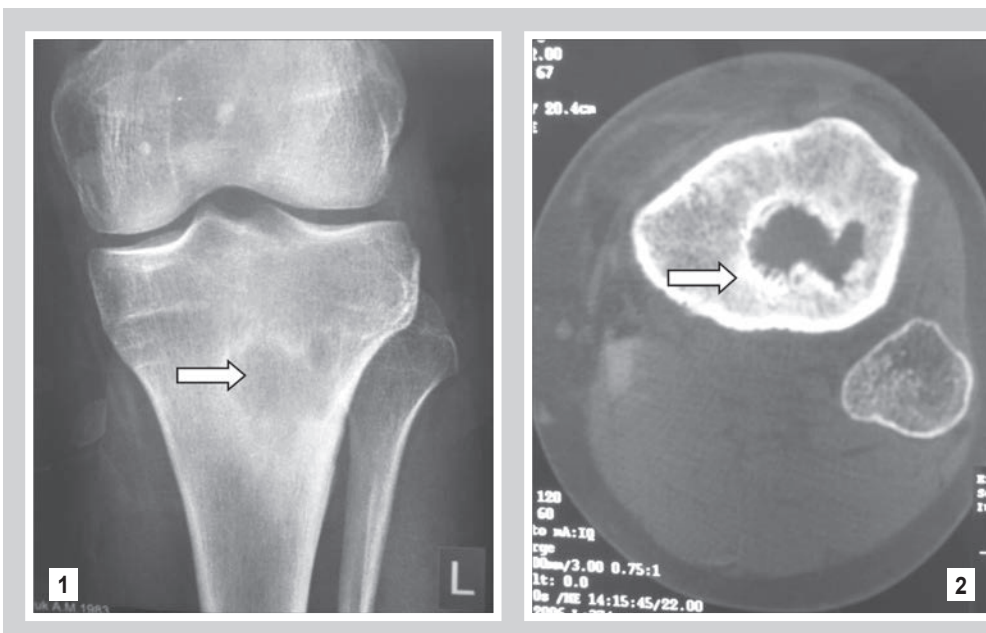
Вигляд абсцесу Броді на рентгенограмі; осередок деструкції позначено стрілкою. Добре помітна зона перифокального остеосклерозу. Фото рентгенограми великогомілкової кістки хворого Н-ка, 34 років.
